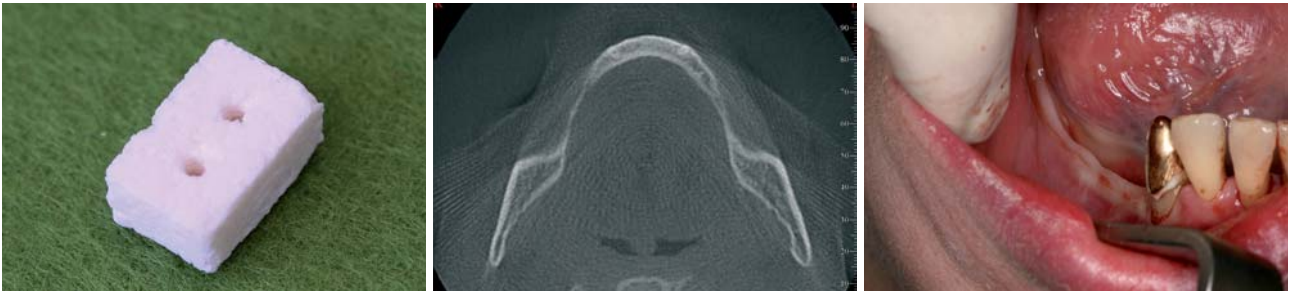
NanoBone® | block. – Abb. 2: Röntgenologische Ausgangssituation im DVT. – Abb. 3: Klinische Ausgangssituation.
